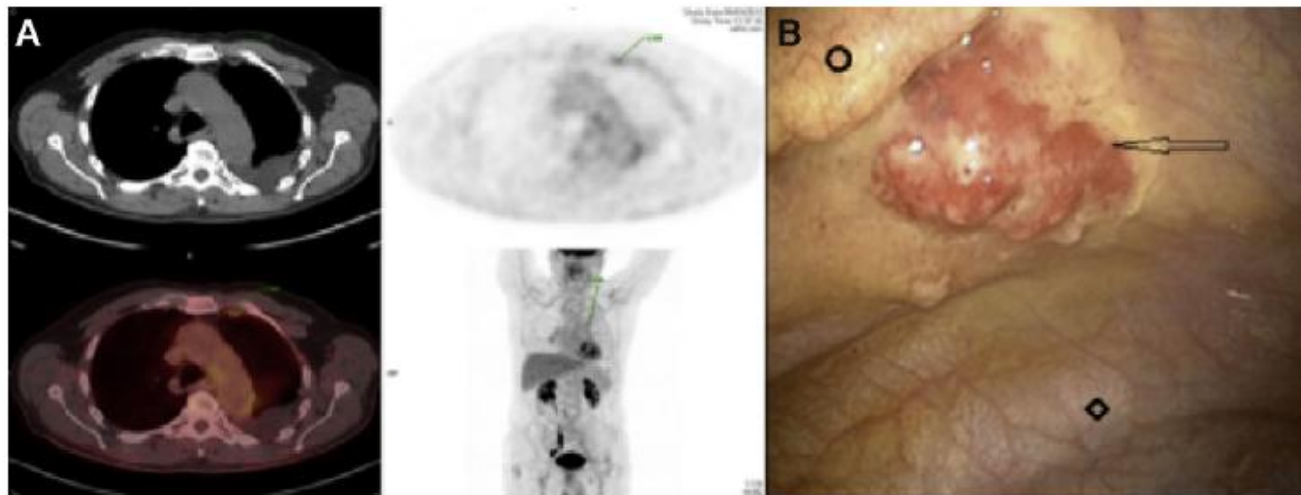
Case 1. (A) 18-FDG-PET/CT scan with image acquisition using integrated PET/CT device and CT performed from the head to the pelvic floor showing a diffuse modest FDG uptake without characteristic of malignancy. Patient's blood glucose concentration (PBGc) measured by finger stick: 0.85 g/l 18F-FDG (Gluscan® – Advanced Accelerator Applications Company, Saint Genis Pouilly, France): 336.28 MBq. (B) Thoracoscopic view: ○, pleural fat; ◇, posterior parietal pleura; ◄, malignant nodule.
